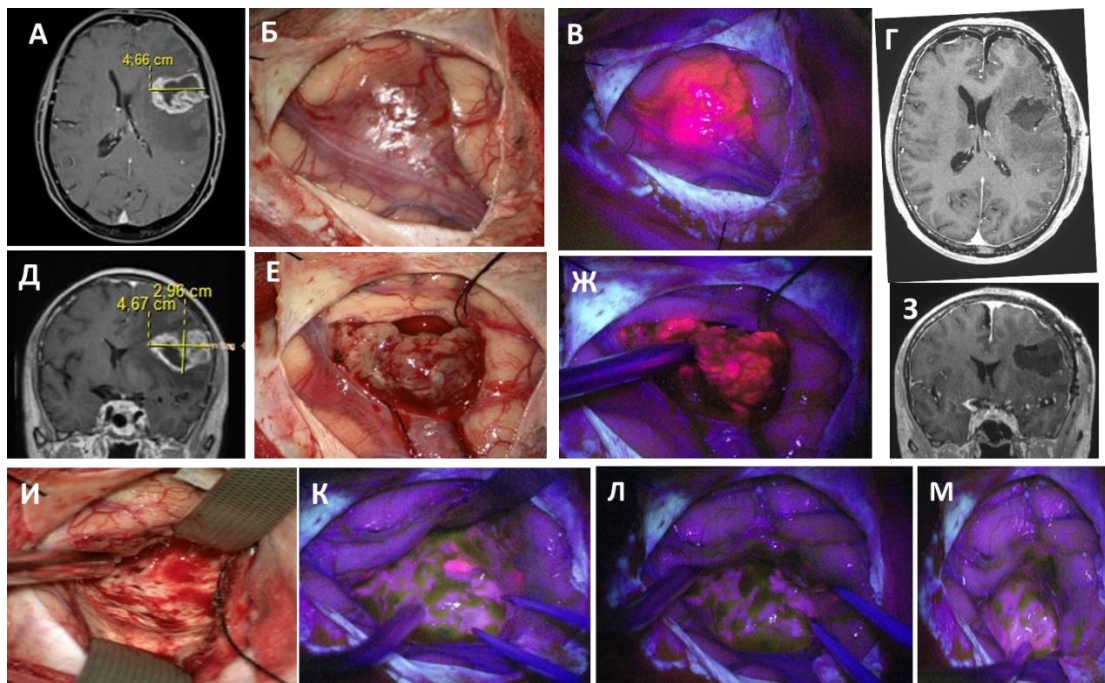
А – МРТ головного мозга с контрастированием, аксиальный срез, Б - вид в операционном микроскопе в белом свете, опухоль выходит на кору мозга, В - вид в операционном микроскопе во флуоресцентном режиме, опухоль выходит на кору мозга и ярко флуоресцирует, Г – послеоперационная МРТ с контрастированием в T1 режиме, тотальное удаление контрастируемой части опухоли, аксиальный срез, Д – дооперационная МРТ с контрастированием в T1 режиме, коронарный срез, опухоль расположена в проекции средней и, частично, нижней лобной извилин, Е – интраоперационная фотография с микроскопа в белом свете, этап удаления опухоли, Ж - интраоперационная фотография с микроскопа во флуоресцентном режиме, этап удаления опухоли, яркое свечение опухоли, З - послеоперационная МРТ с контрастированием в T1 режиме, тотальное удаление контрастируемой части опухоли, коронарный срез, И – завершающий этап удаления опухоли, вид операционной раны перед выполнением гемостаза, К – вид в операционном микроскопе во флуоресцентном режиме, остаточная флуоресценция в конце этапа резекции. Л, М- вид в операционном микроскопе.
